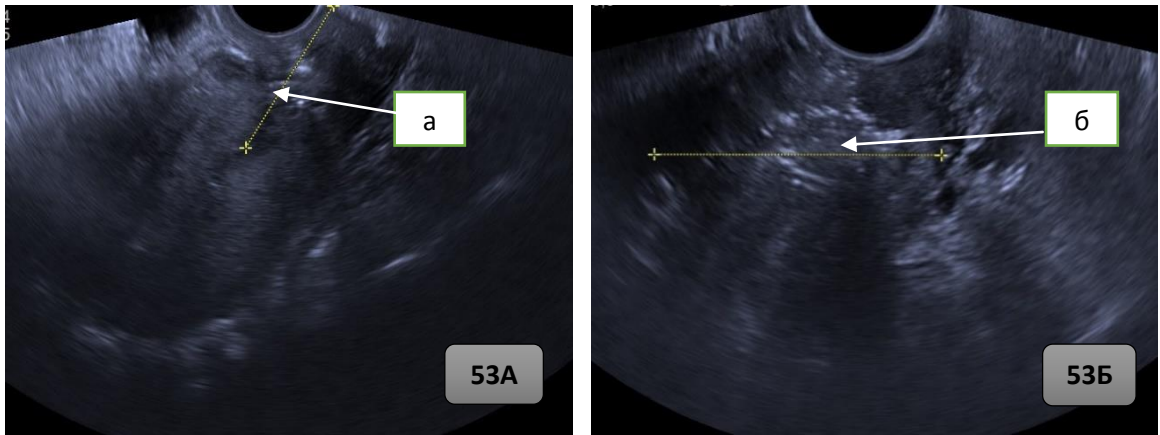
Рисунок 53А и 53Б. — Ультразвуковая томограмма пациентки Б. через 3 месяца после окончания лечения (стабилизация): а) опухоль шейки матки в продольном срезе; б) опухоль шейки матки в поперечном срезе.
